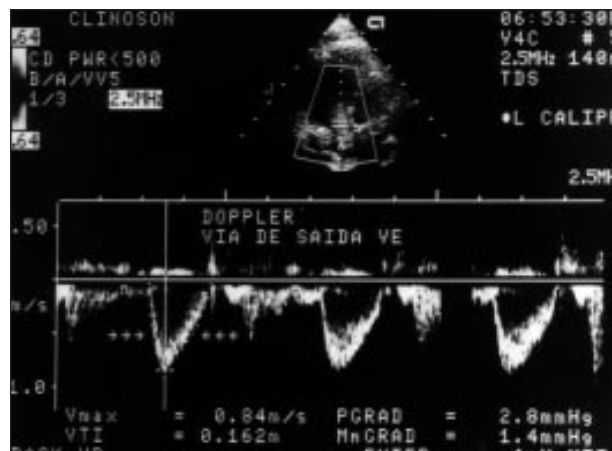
Doppler pulsátil em via de saída ventricular esquerda para obtenção da velocidade integral de fluxo (primeiro ciclo) com a finalidade de avaliação do débito cardíaco.
